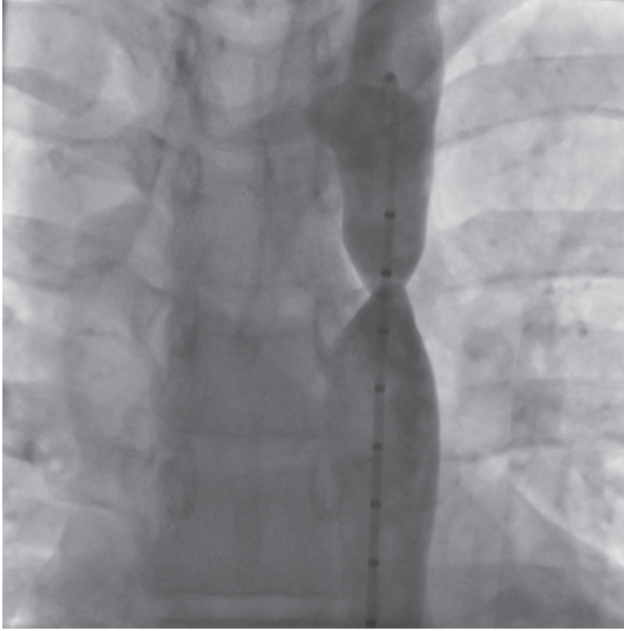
Aort koarktasyon segmenti işlem öncesi aortografide net olarak seçilmektedir.
